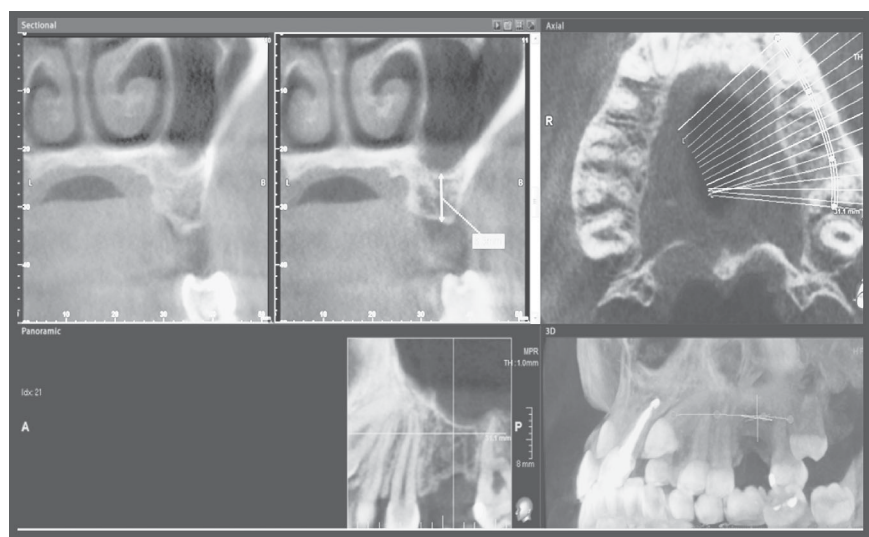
Планирование дентальной имплантации на верхней челюсти в области отсутствующего 26-го зуба с помощью трехмерного изображения, полученного при помощи конусно-лучевой томографии. Специализированная программа просмотра и анализа Ez 3D 2009. Комбинация кросс-секций, панорамного искривления и объемного изображения в режиме максимально интенсивных проекций позволяет маркировать нужный участок челюсти, сделать необходимые замеры для выбора имплантата и «пилотного сверла»
